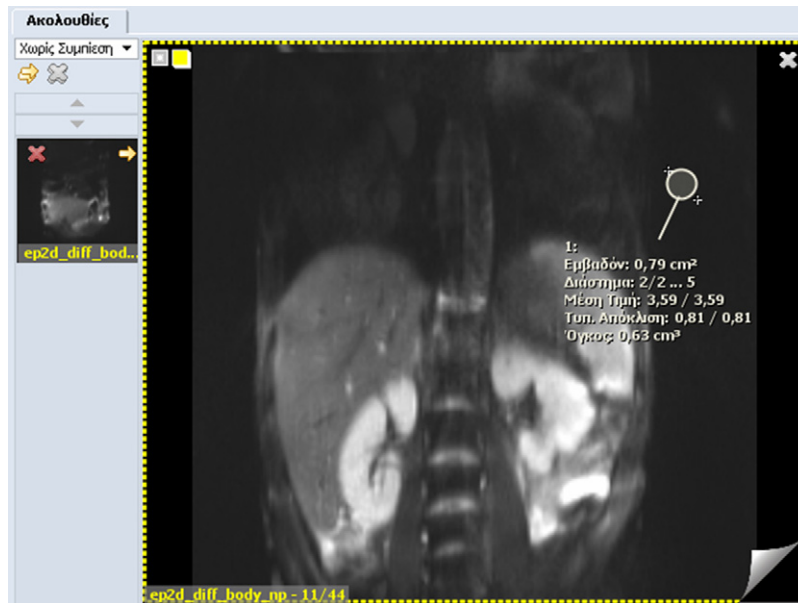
Coronal DWI image showing the region of interest placed on air to record the background signal.
